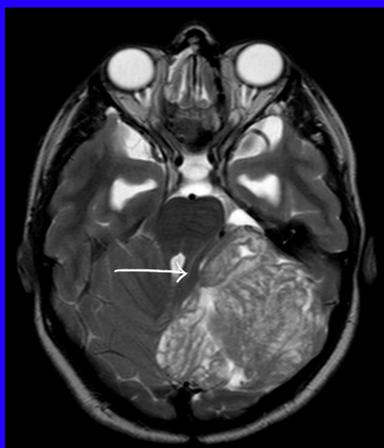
y Fig 3. Cortes axiales ponderado en T2 y FLAIR, se observa hiperintensidad de señal en hemisferio cerebeloso izquierdo, aumento de volumen y desviación de la línea media hacia la derecha con compresión del IV ventrículo.
